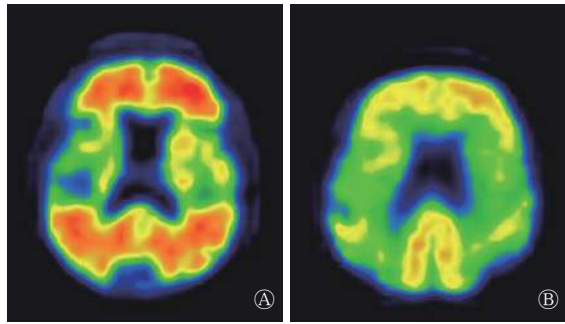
DLB患者(男性, 69岁)和PDD患者(男性, 72岁)的¹¹C-PIB PET/CT脑显像图 图中, DLB患者(A)的额叶区对¹¹C-PIB的摄取显著高于PDD患者(B)。DLB: 路易体痴呆; PDD: 帕金森病痴呆; PIB: 匹兹堡化合物B。
